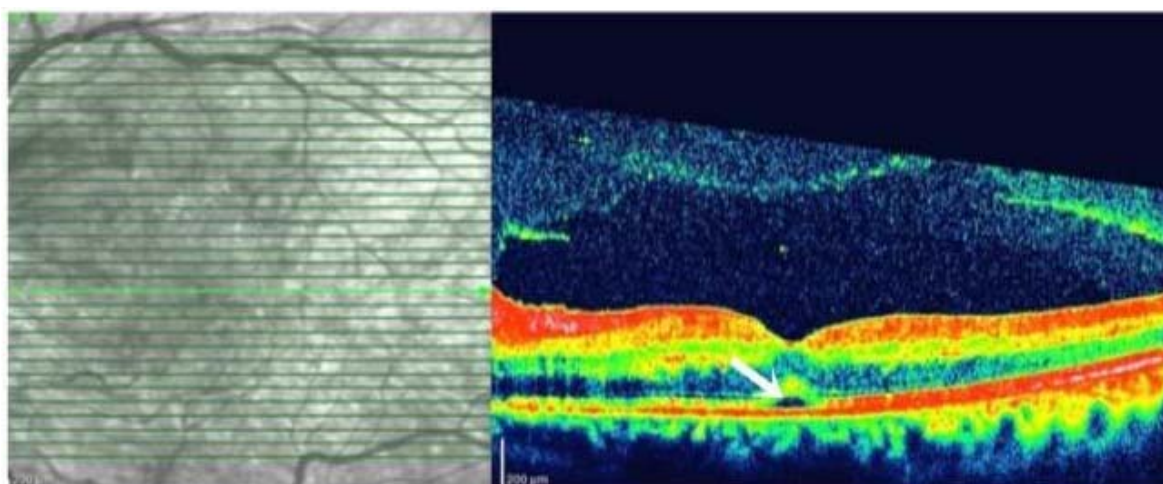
Optical coherence tomography revealed minimal subfoveal fluid collection.
